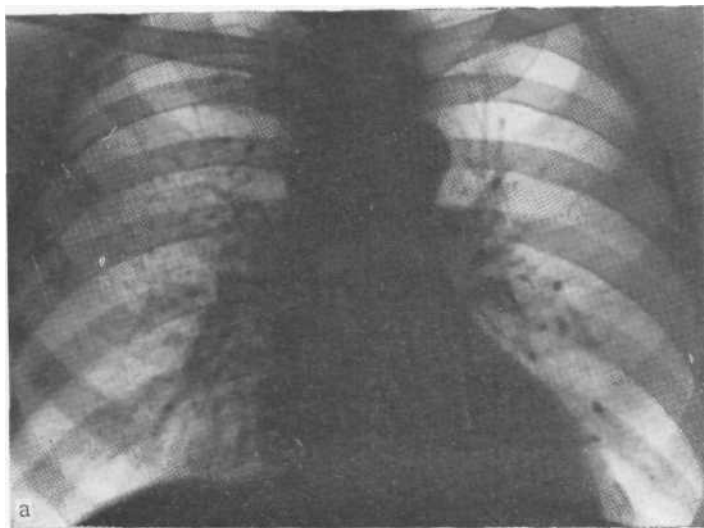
Обзорная рентгенограмма (а) и ее фрагмент (б). Олеогранулемы после бронхографии йодолиполом.
